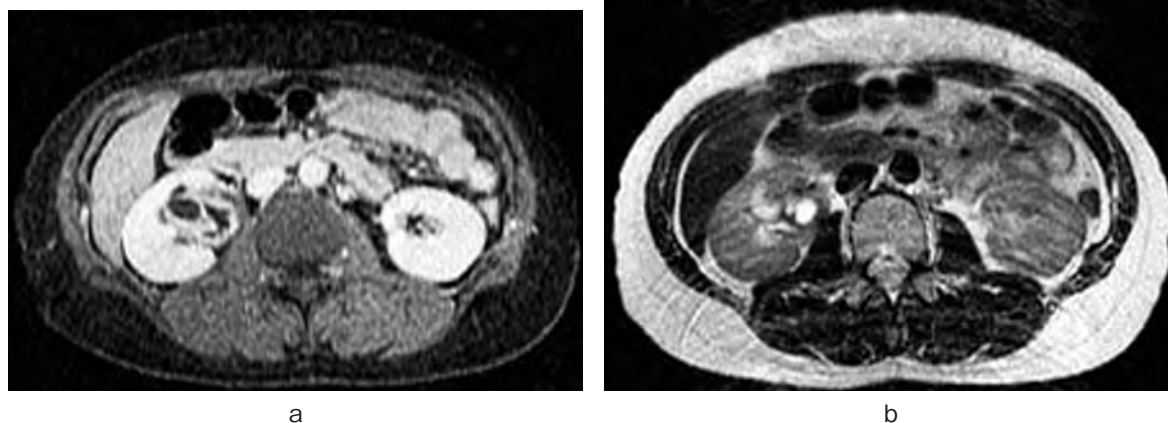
a, b: MRI showed a mass hypointense on T1 weighted imaging and hyperintense on T2 weighted imaging.
